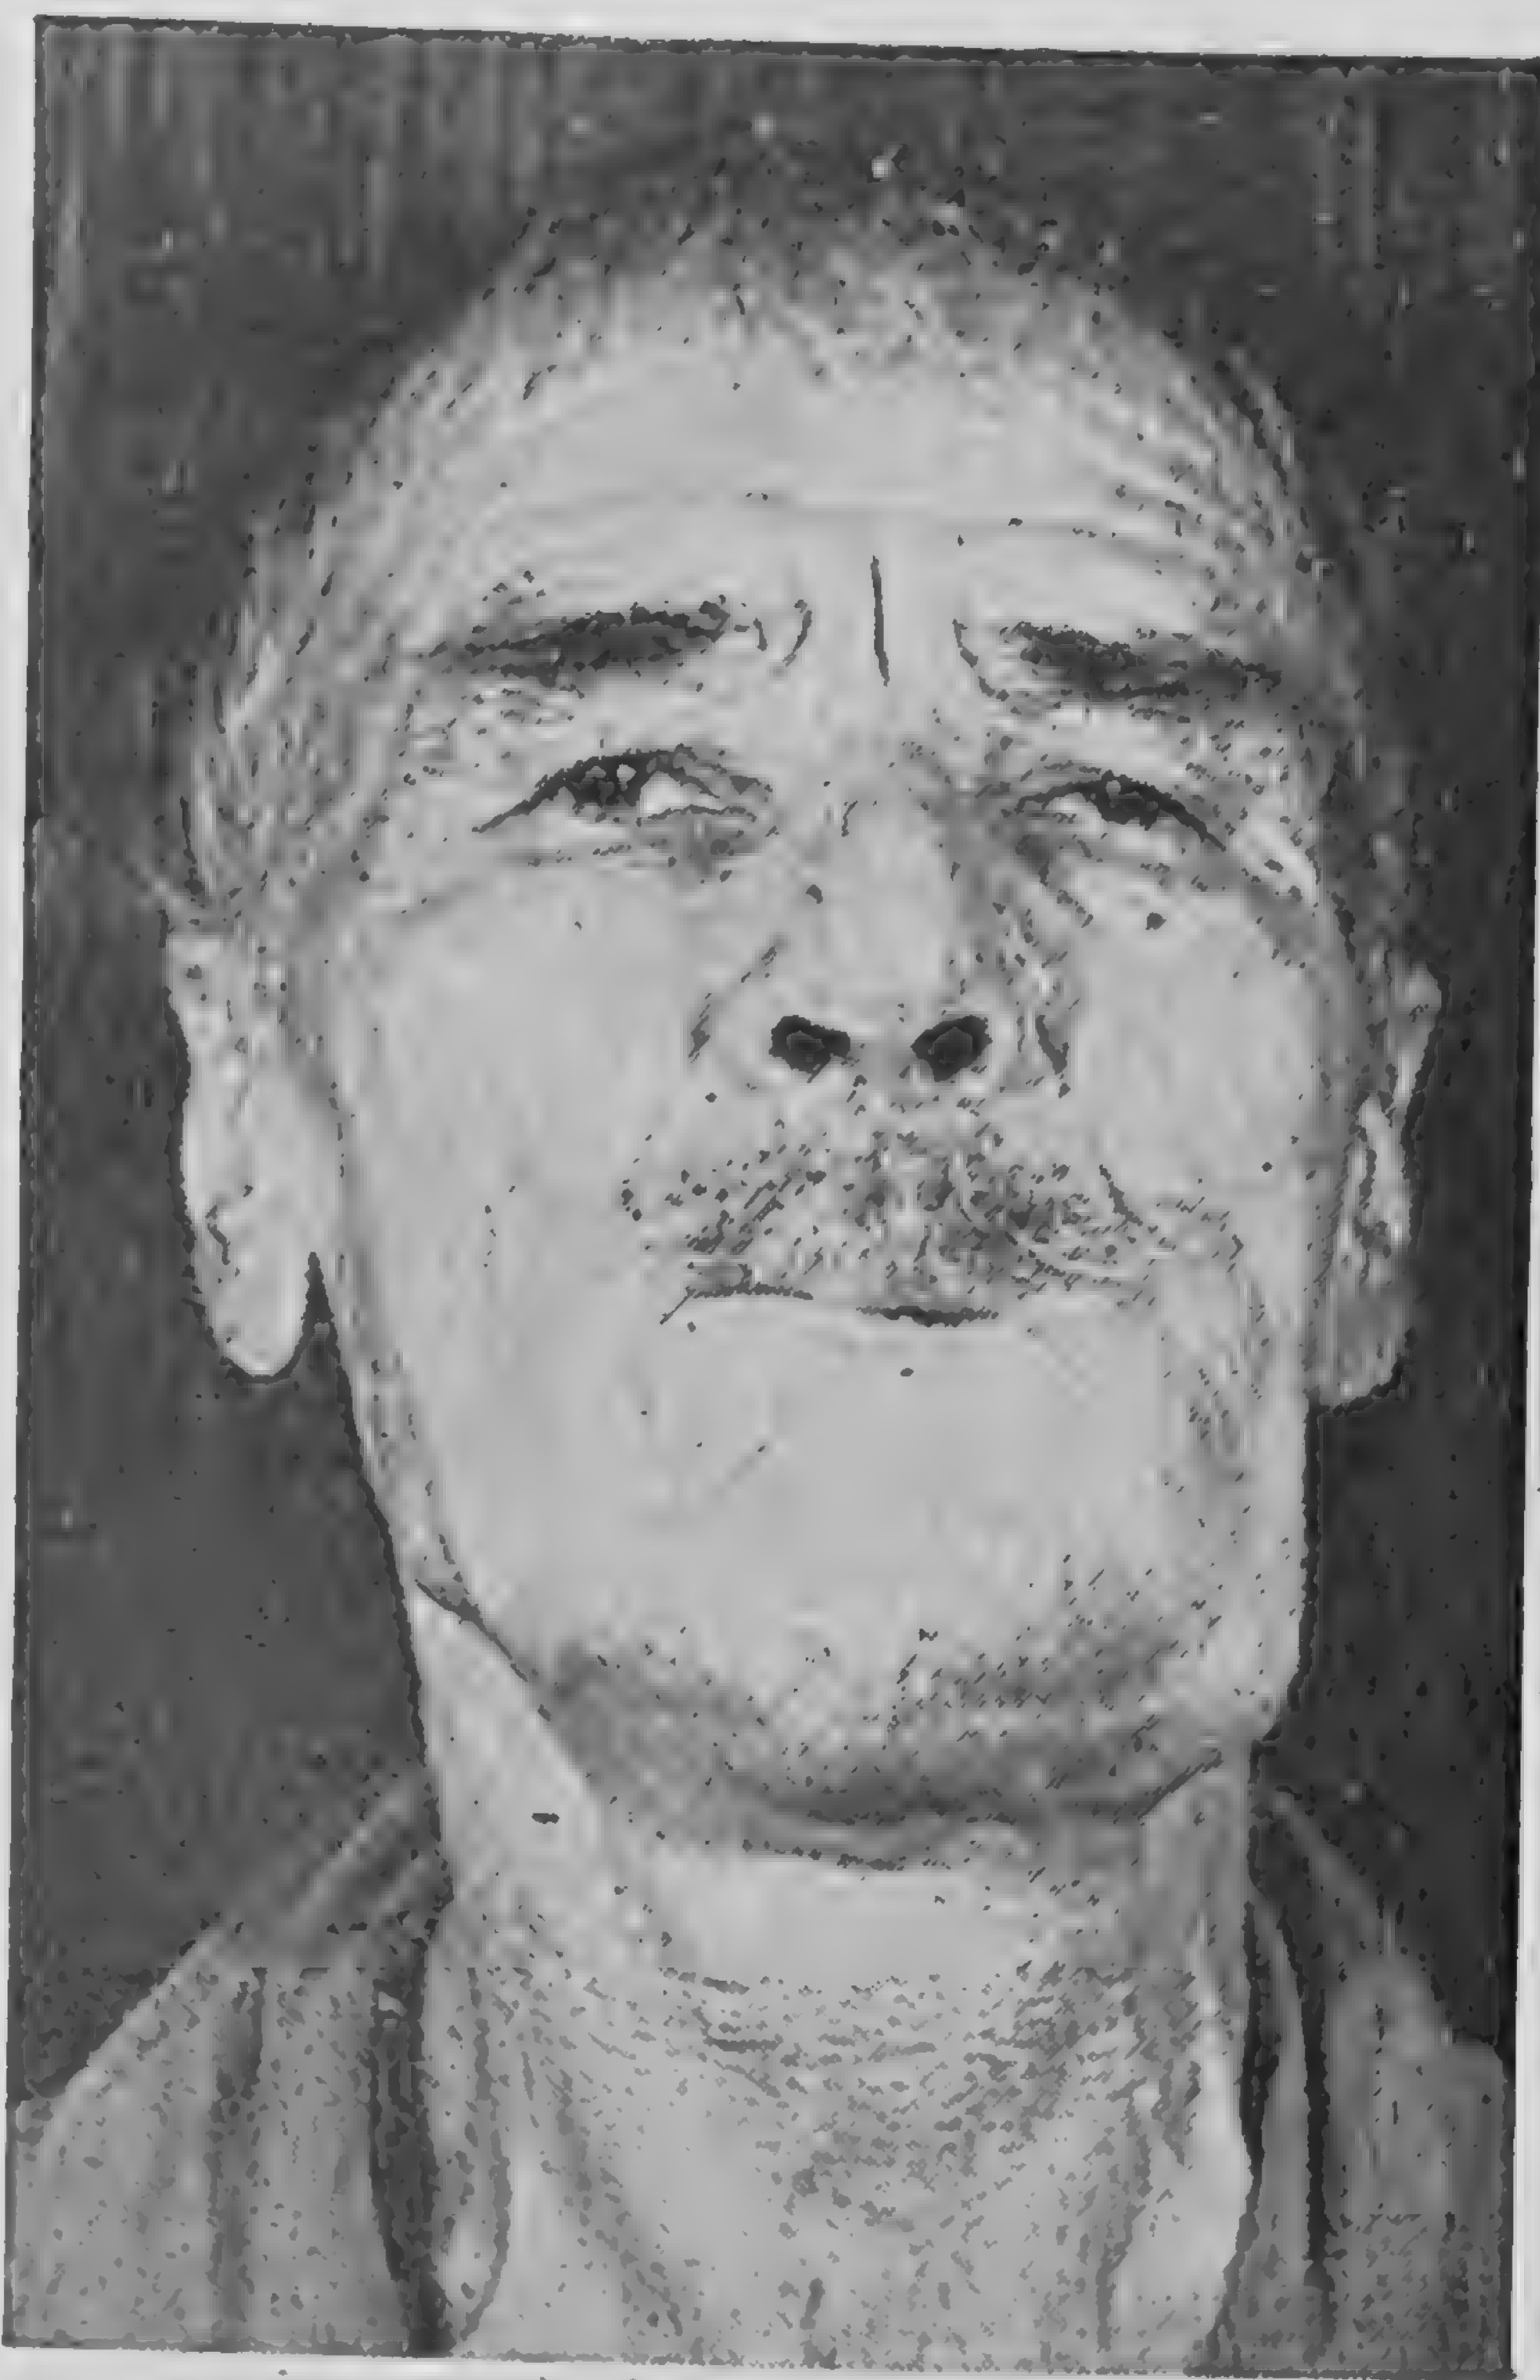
Tumoare metastatică mandibulo-ganglionară dezvoltată după sterilizarea cancerului labial prin röntgentherapie.
